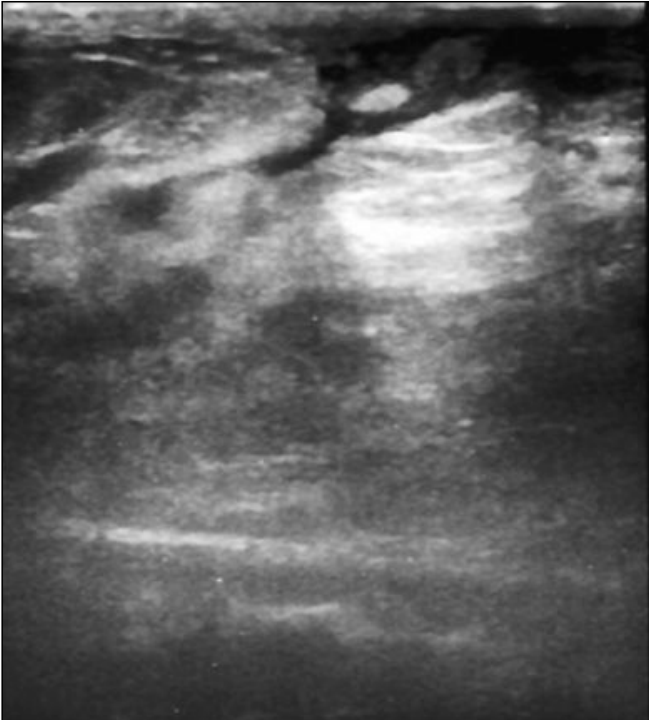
29 yaşında kadın hasta. (a) USG incelemede fibroglandüler dokular arasında izo-hipoekoik iç yoğunluğu yüksek koleksiyonlar (apse). (b) MRG'de T2 ağırlıklı ağırlıklı kesitlerde periferik kontrastlanan birbiri ile bağlantılı, lobüle konturlu kitlesel lezyonlar. Dinamik kesitlerden alınan subtraksiyon görüntülerde kitlesel periferik kontrastlanma izleniyor (c) Lezyon difüzyon kısıtlanması göstermektedir. Zaman-sinyal intensite eğrisi Tip 1 paterne uyumaktadır.
